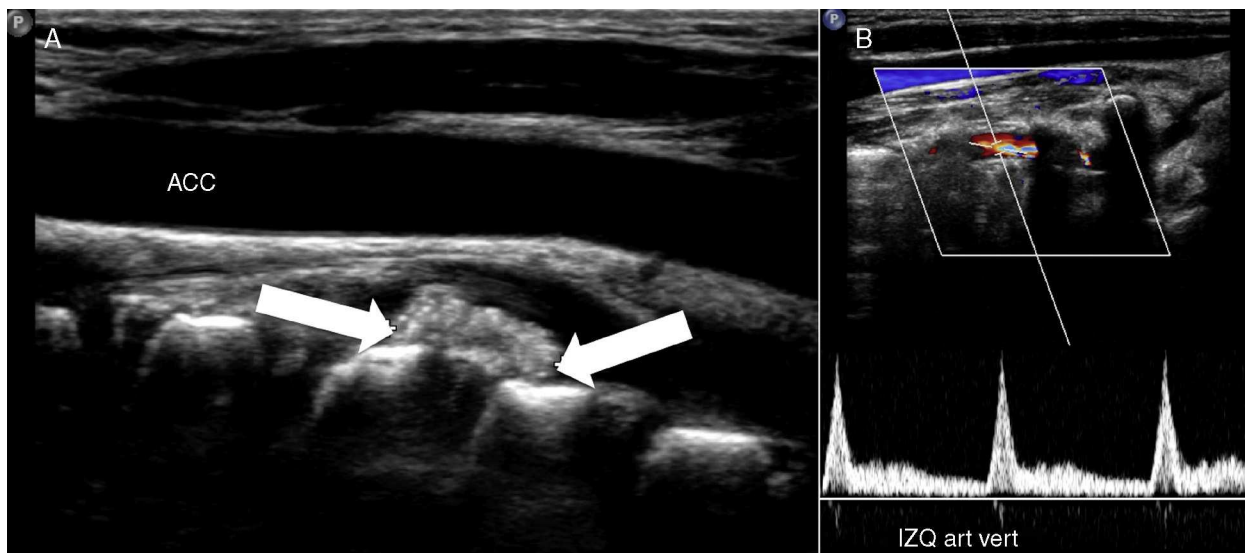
A. Ultra sonografía de carótida común izquierda normal, en profundidad se visualiza calcificación extruida antero-lateral izquierda (flechas). B. Ultra sonografía doppler de arteria vertebral izquierda que muestra flujo conservado.
